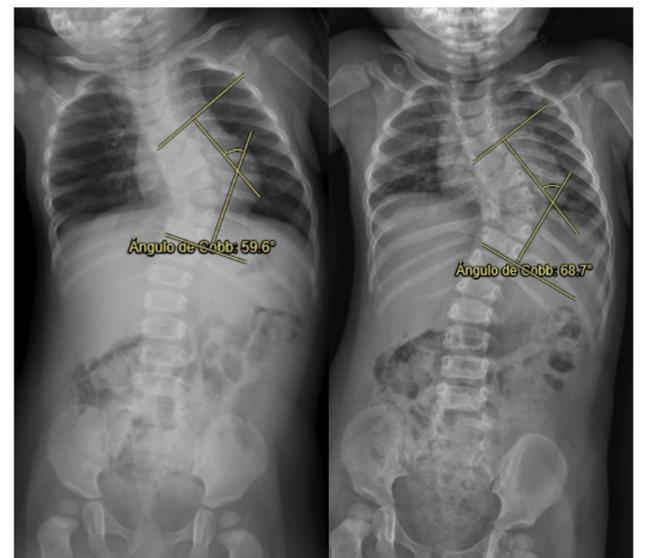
Telerradiografías de columna en bipedestación en las que se objetiva la curva torácica izquierda T4-T10, con un ángulo de Cobb de 59º (izquierda) que progresa a 68º al año siguiente (derecha), produciendo un desequilibrio coronal izquierdo.
